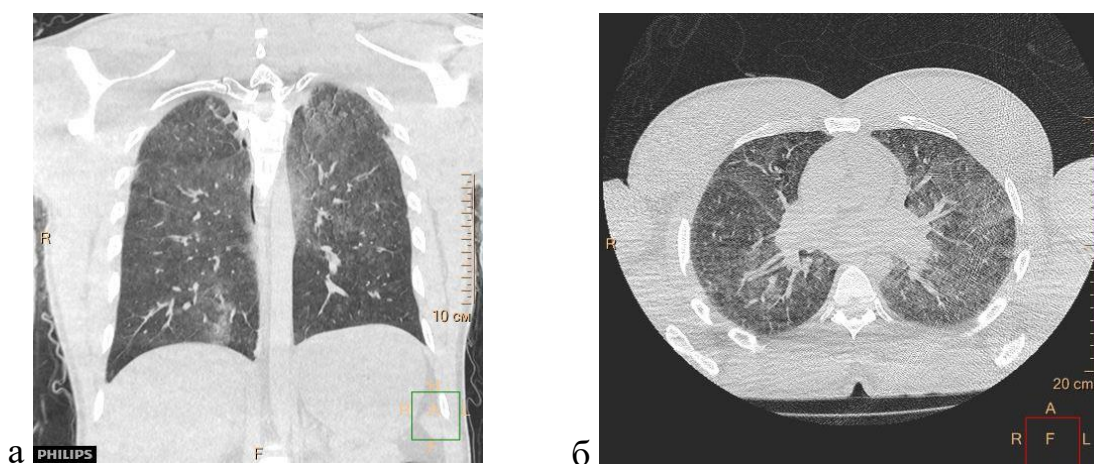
а, б - Эмфизема легких (emphysema aquosum). Посмертное КТ-исследование
